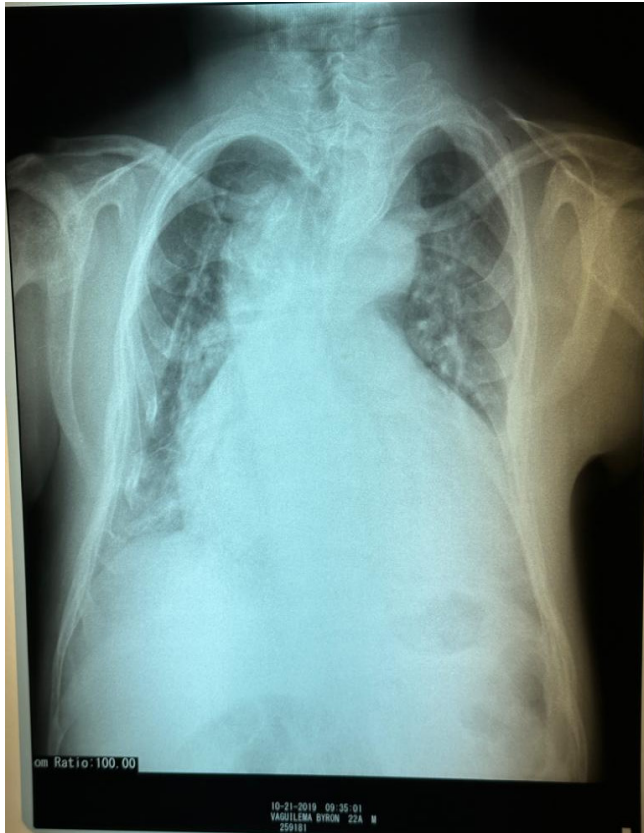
Radiografía estándar de tórax: Acentuación de la trama vascular pulmonar en relación con enfermedad obstructiva crónica, cardiomegalia grado IV, global, escoliosis dorsal de convexidad derecha, desmineralización ósea importante.
